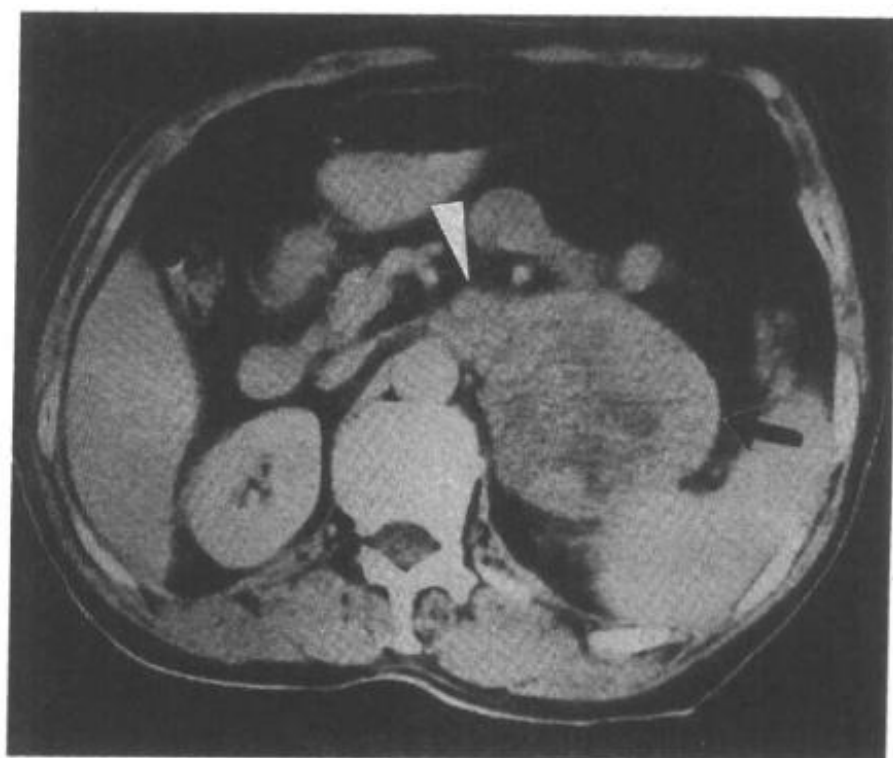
肾上腺皮质腺癌并腹膜后淋巴结转移CT表现
